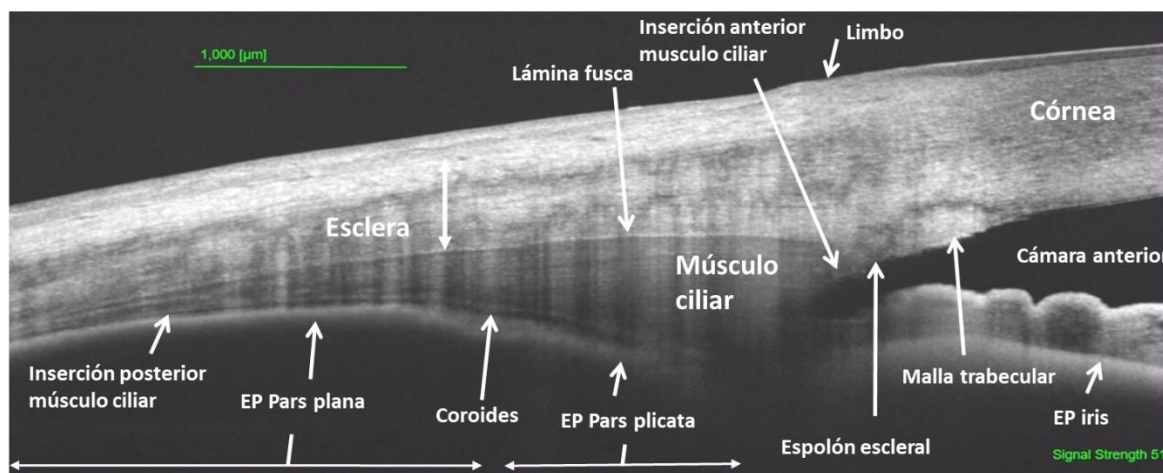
Imagen obtenida mediante tomografía de coherencia óptica en detalle de las diferentes estructuras que se pueden identificar en el cuerpo ciliar, región angular y pared del globo ocular. EP= epitelio pigmentario.
